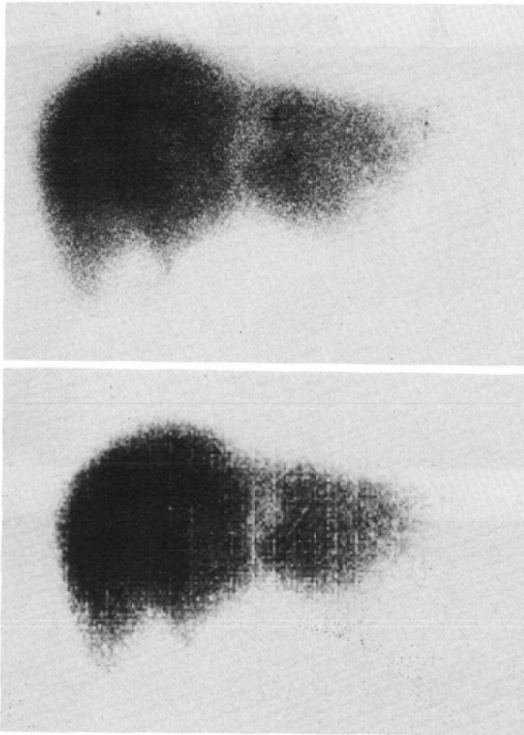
Artifact in liver scintigram. Abnormal lines appeared in scintigram (lower) and disappeared after replacing AD-converter (upper).
